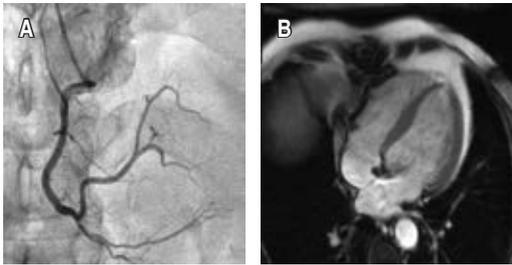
A) Coronariografía prequirúrgica sin oclusión en la arteria coronaria derecha. B) RMN cardíaca que muestra una fracción de eyección del ventrículo derecho normal.
